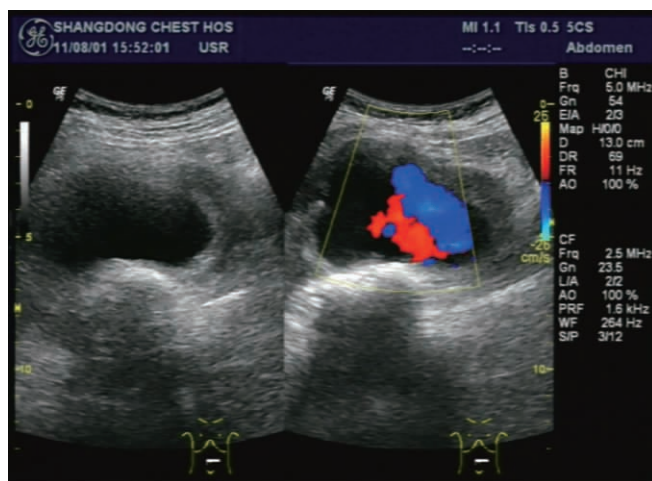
2—6 j. 彩色多普勒超声显示假性动脉瘤内涡状血流信号
